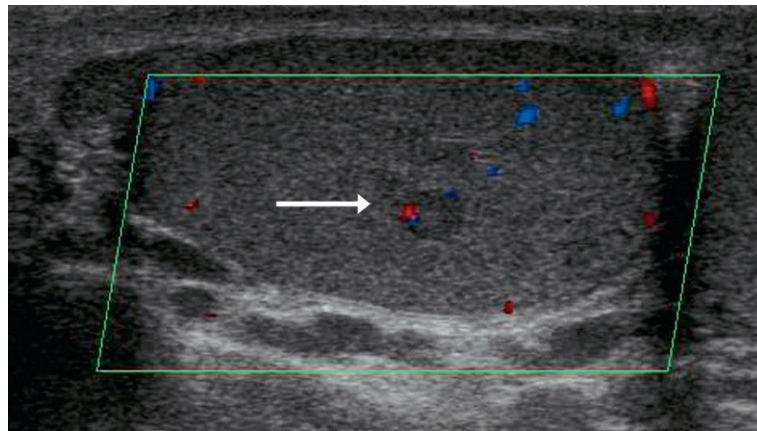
Aspect échographique d'une tumeur à cellules de Leydig, imperceptible cliniquement, et révélée par une gynécomastie de l'homme adulte.
